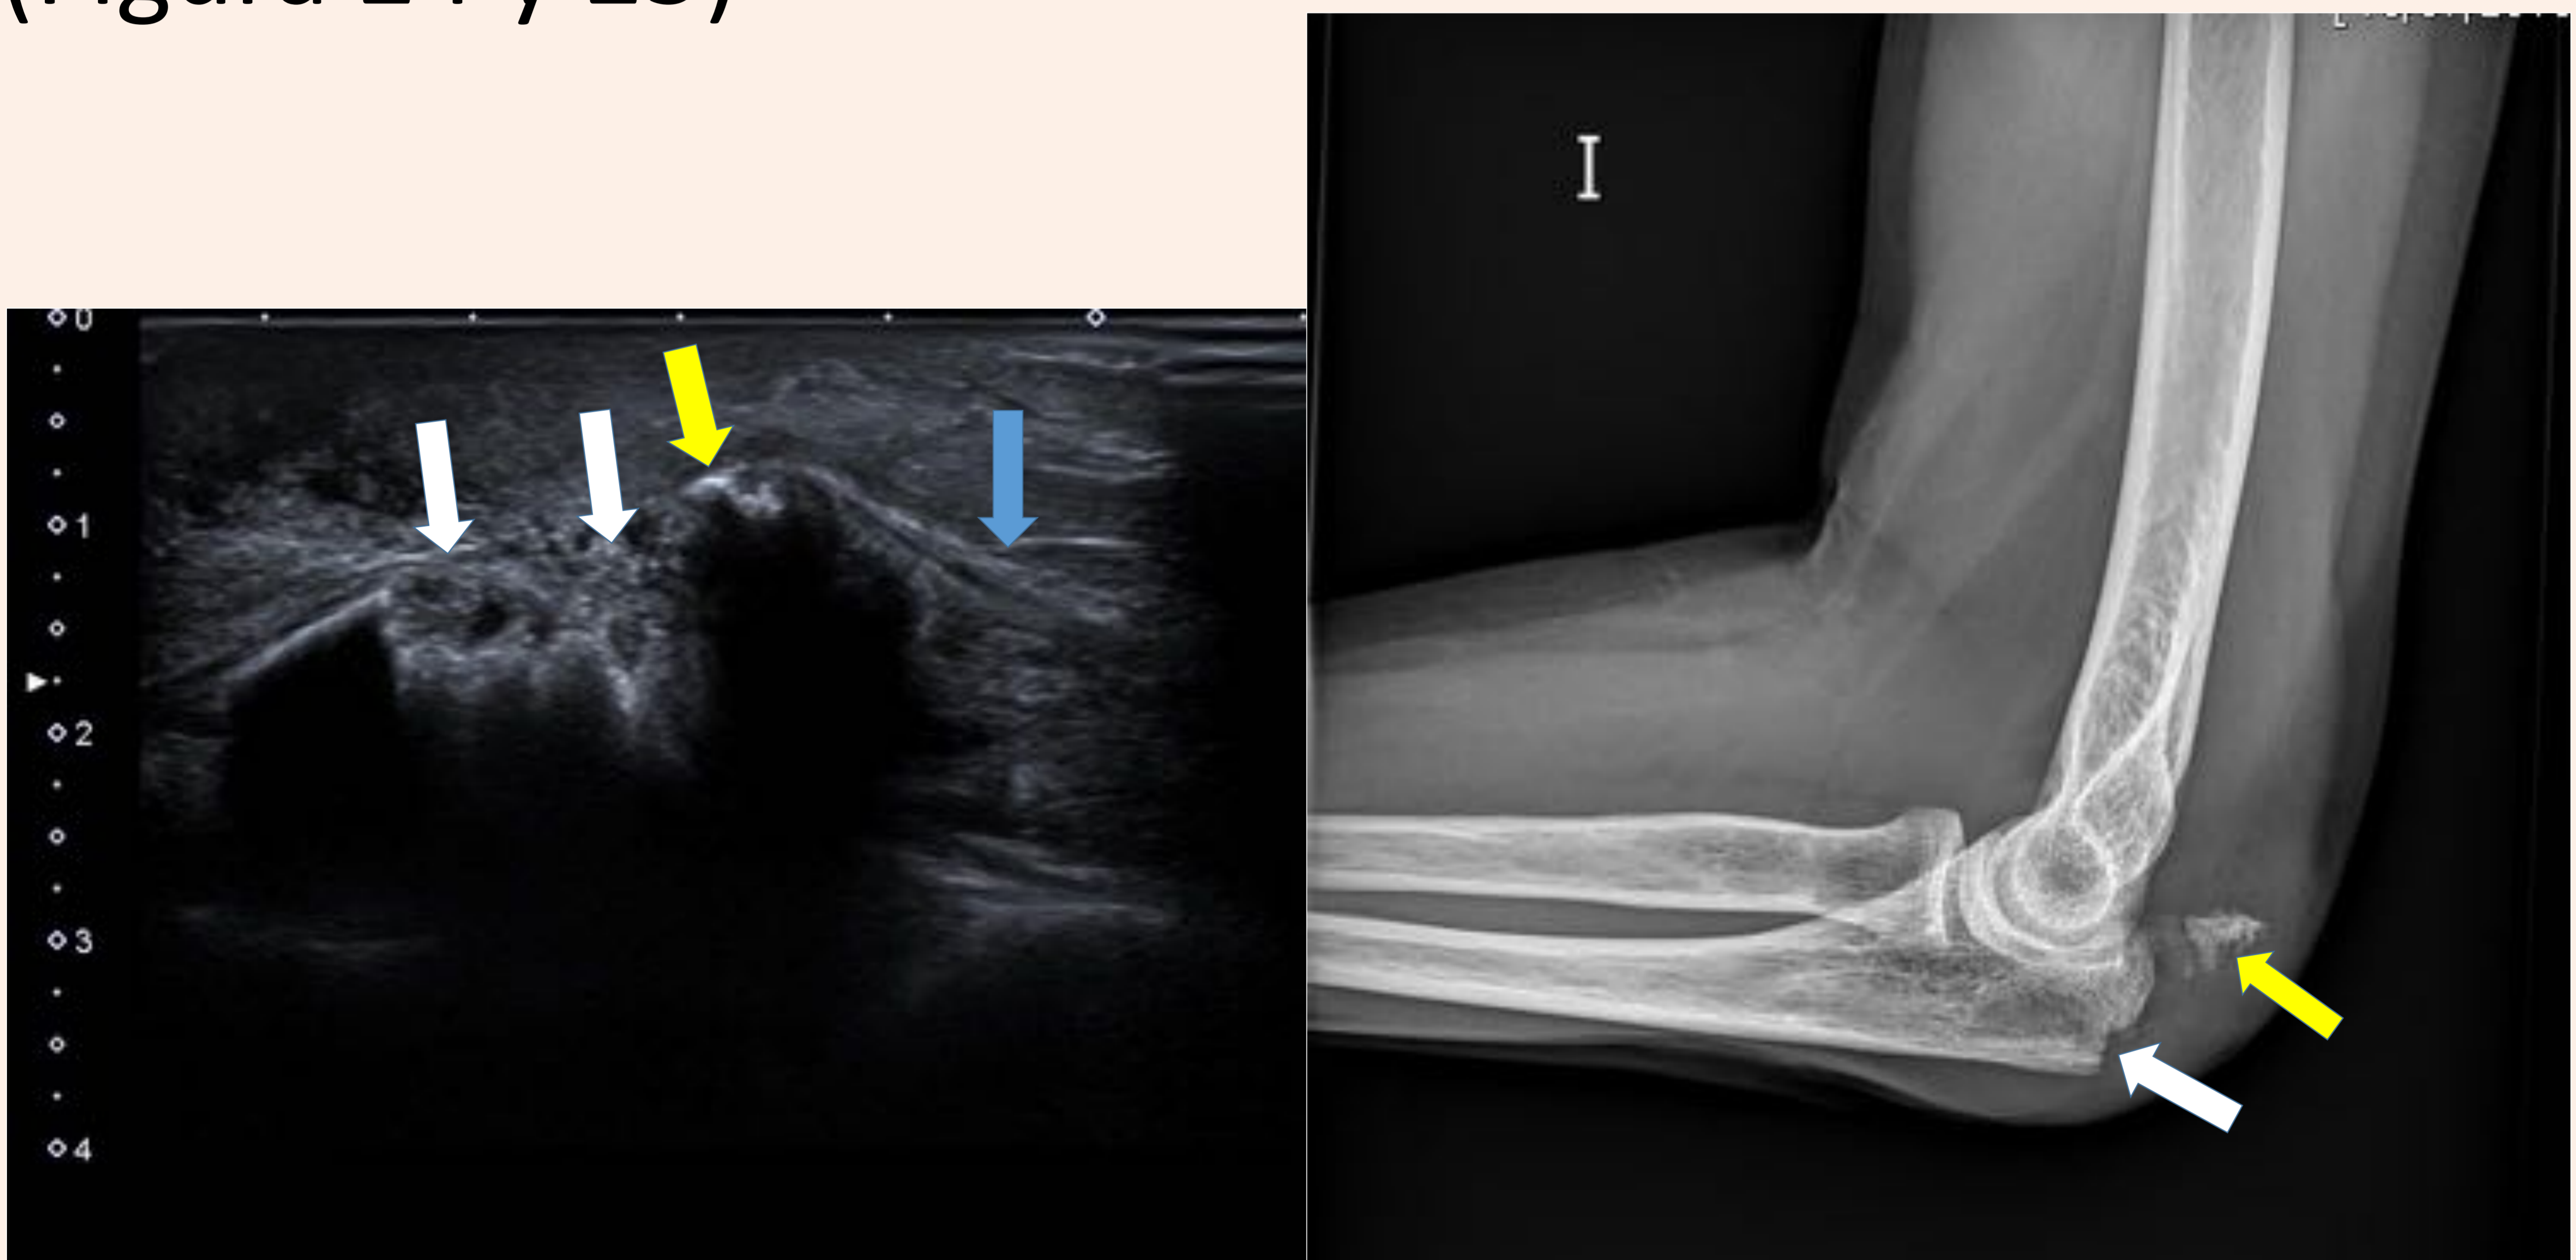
Caída sobre su propia altura. Avulsión del tendón distal del tríceps con fragmento-avulsionado del olecranon. Imagen de Ecografía y Rx lateral de codo. Las flechas blancas señalan el defecto óseo del olecranon, las flechas amarillas indican el fragmento óseo avulsionado y la flecha azul el tendón distal del tríceps avulsionado e insertado al fragmento olecraneano avulsionado.
